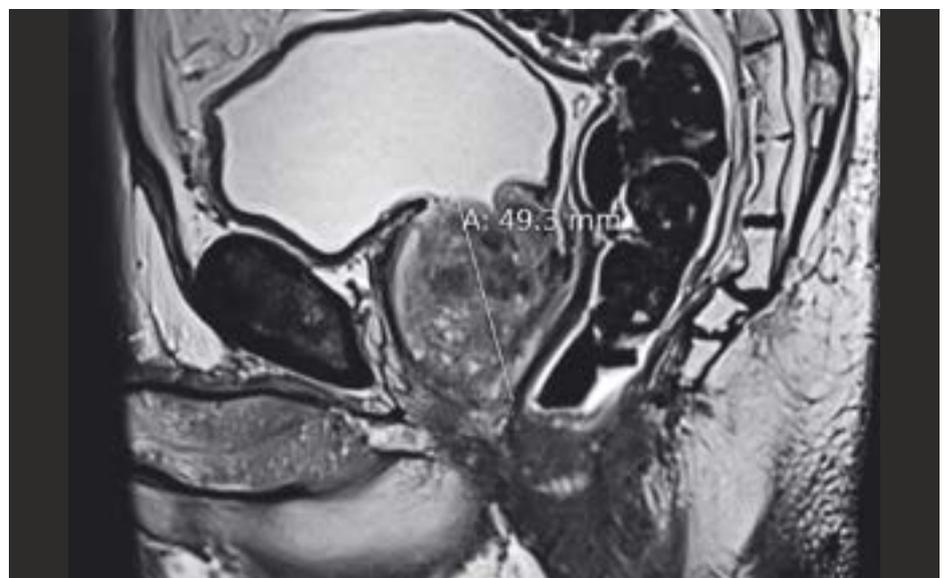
Magnetresonanztomogramm der Prostata, Sagittalebene: Nachweis einer benignen Prostatahyperplasie ohne suspekte Läsionen oder Nekrosen.
